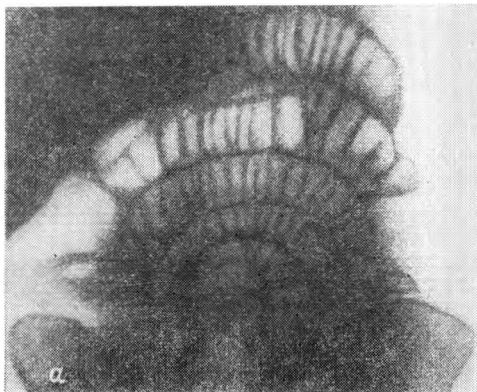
Рентгенологическая картина кишечника при спаечной непроходимости (по Е. А. Пчелиной).
